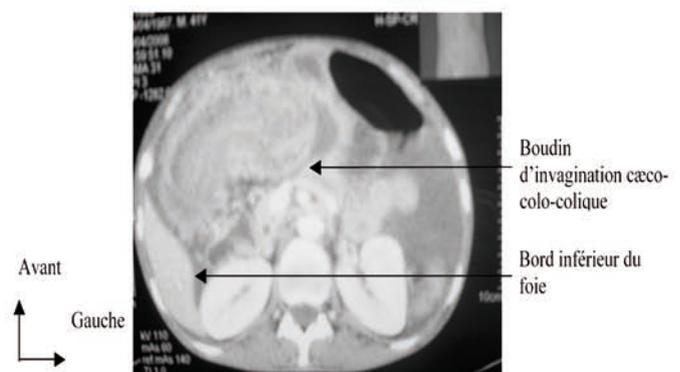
TDM d'une invagination cæco-colo-colique de l'angle colique droit
